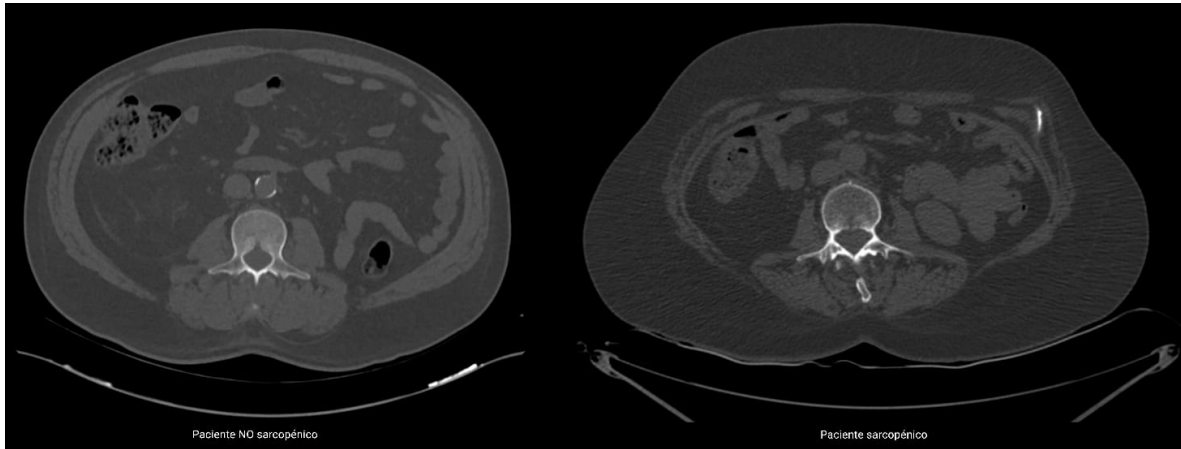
Diferencias en corte axial a nivel de L3 en TAC abdominal en paciente NO Sarcopénico (derecha) y paciente sarcopénico (izquierda).
